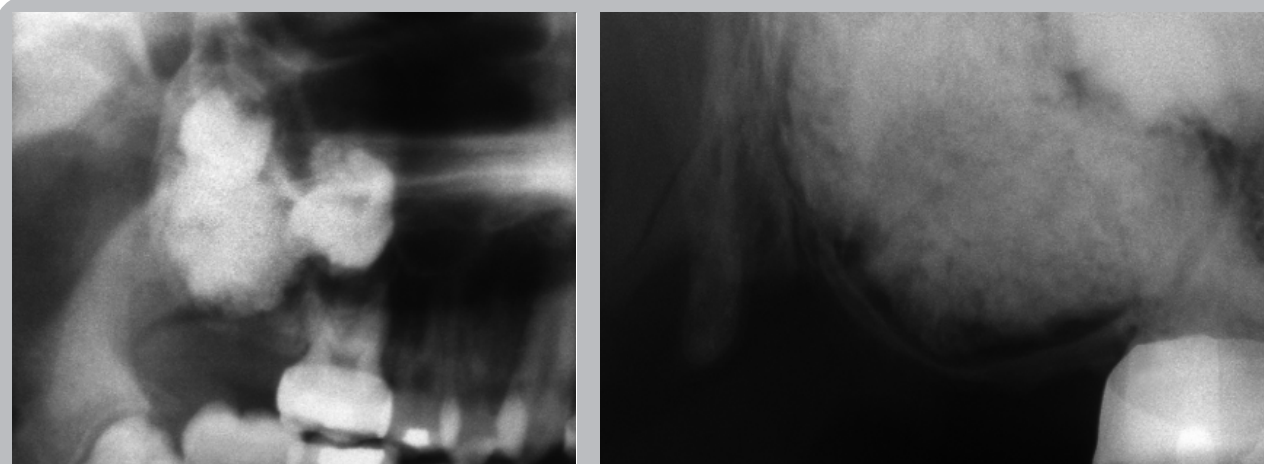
Joven. Radiografía panorámica y retroalveolar de zona de tuberosidad del maxilar derecho. Extensa masa radiopaca de límites irregulares delimitada por una banda radiolúcida corticalizada, que ocupa la tuberosidad produciendo abombamiento y adelgazamiento de sus corticales. La masa tumoral ha impedido la erupción del tercer y segundo molar.
